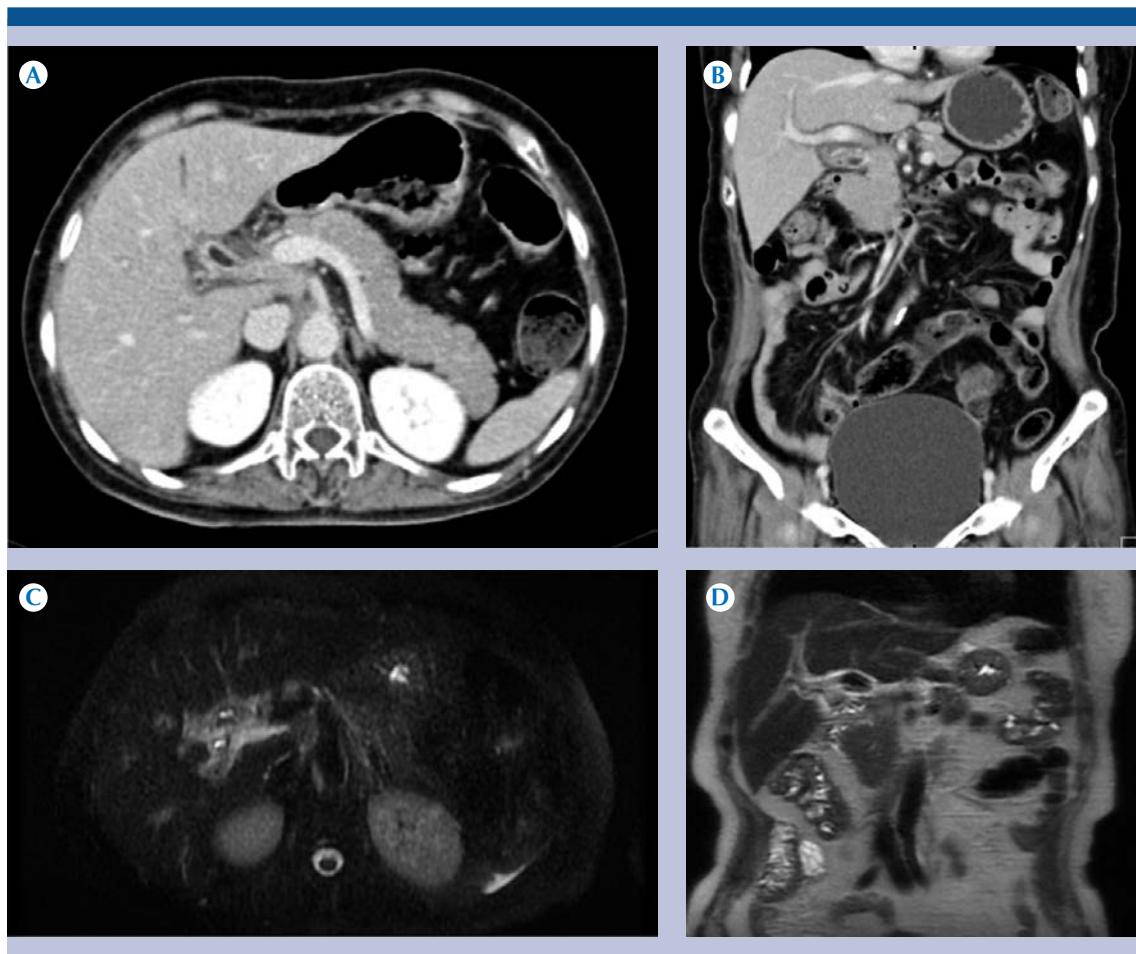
Mujer de 67 años con antecedente colecistectomía y exploración de la vía biliar con síndrome icterico. A-B) Tomografía computada multidetectores en fase portal plano axial y reconstrucción coronal con engrosamiento y reforzamiento de la pared del coléodo con discreto edema periférico. C-D) Colangiópancreatografía por resonancia magnética, corte axial T2 con saturación grasa y corte coronal T2 engrosamiento difuso e irregularidad con hiperintensidad de las paredes del coléodo. Diagnóstico histopatológico: adenocarcinoma moderadamente diferenciado invasor del coléodo.
